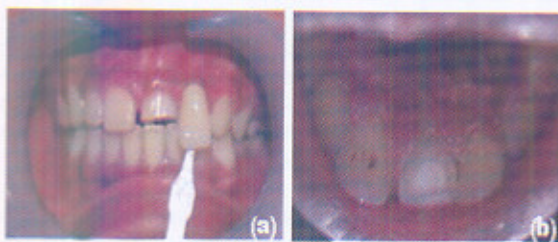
Gigi 21; (a) Tampak fistula dan sedikit bengkak pada gingiva ; (b) Gambar radiografis tampak area radiolusen pada periapikal
